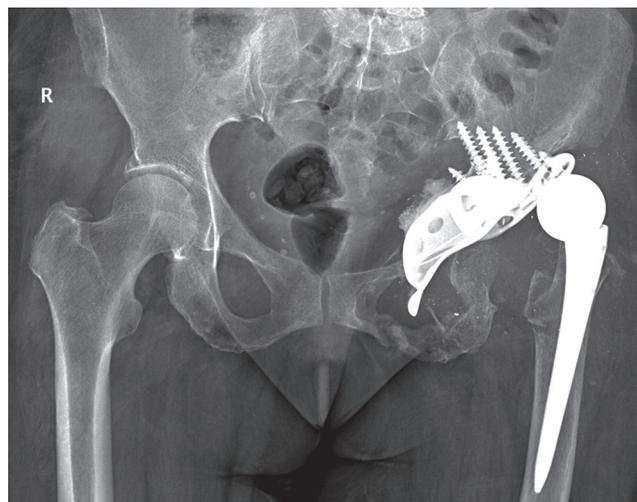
Рентгенограмма таза в прямой проекции: вывих бедренного компонента, миграция вертлужного компонента, перелом лонной кости слева
